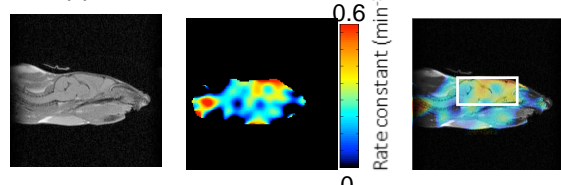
高齢のマウス脳内レドックスマップ 左)MRI(sagittal) 中央)EPR レドックスマップ 右)MRI とレドックスマップの重ね合わせ
